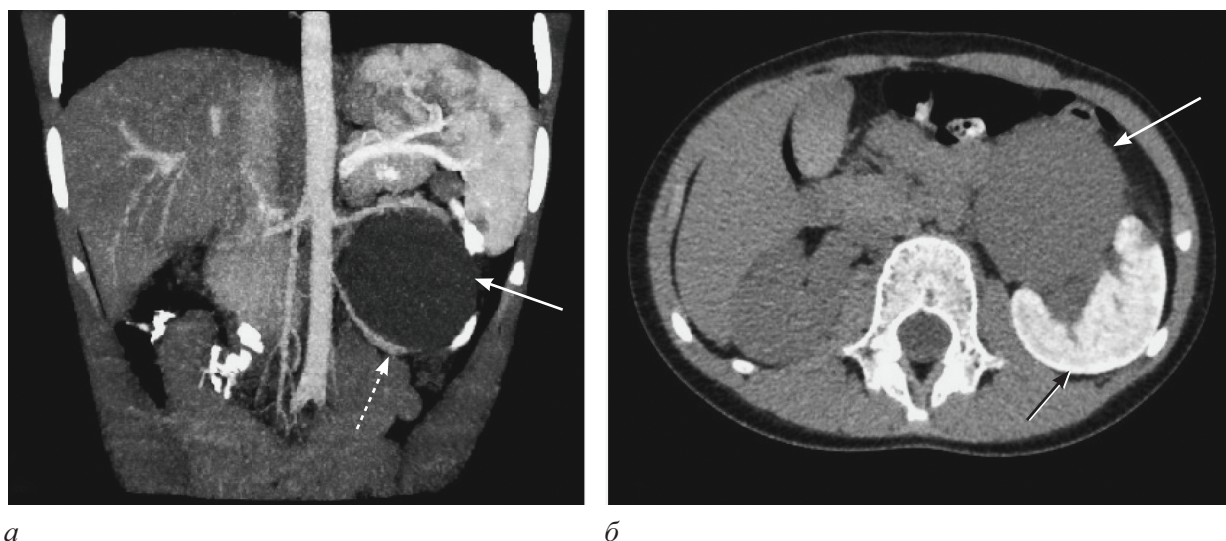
Компьютерная томограмма почек: *а* — фронтальный срез с контрастным усилением; *б* — аксиальный срез без контрастного усиления; задержка контрастного препарата после внутривенной урографии в паренхиме левой почки. Белая сплошная стрелка — расширенная лоханка левой почки, черная стрелка — паренхима левой почки, белая пунктирная стрелка — добавочный сосуд
